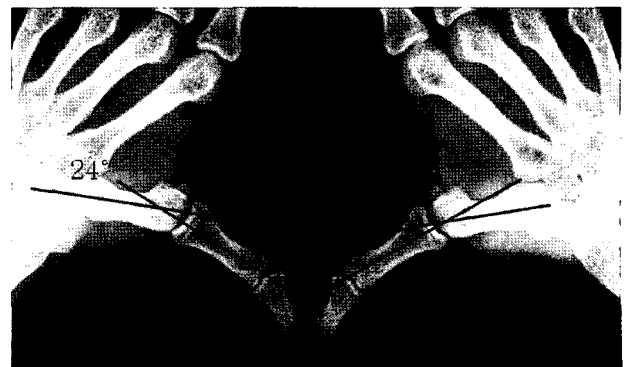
Stress X-ray at 1year fallow-up was checked the 24° metacarpophalangeal joint radial deviation in lesion side comparing with 20° radial deviation in normal thumb.
